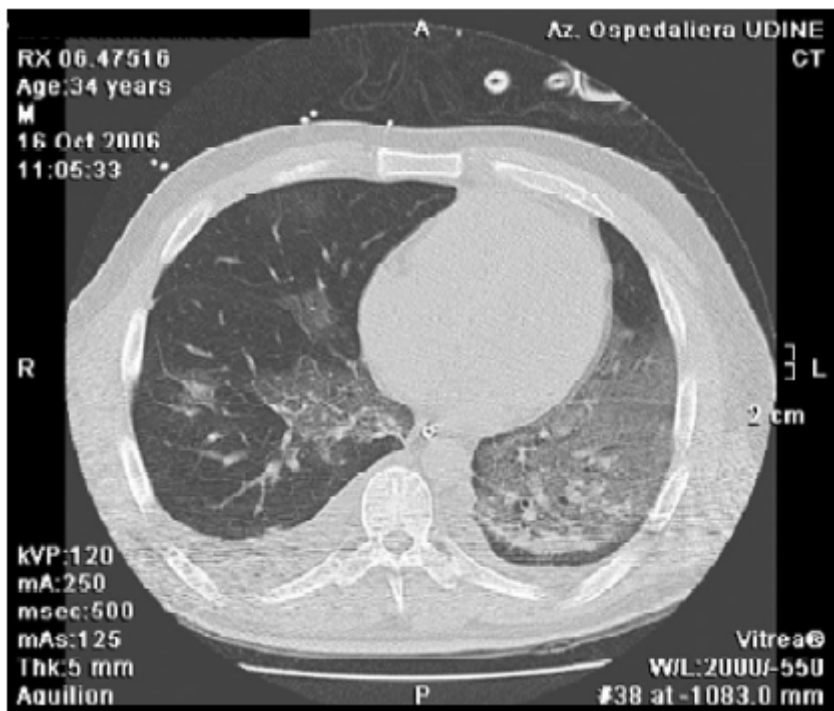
Coupe transversale d'une TDM hélicoïdale (fenêtre parenchymateuse) avec injection de produit de contraste chez un patient ayant un SEG montre des hyperdensités en verre dépoli diffuses, dans les deux poumons, prédominant au niveau du poumon gauche et du lobe supérieur droit [70].
